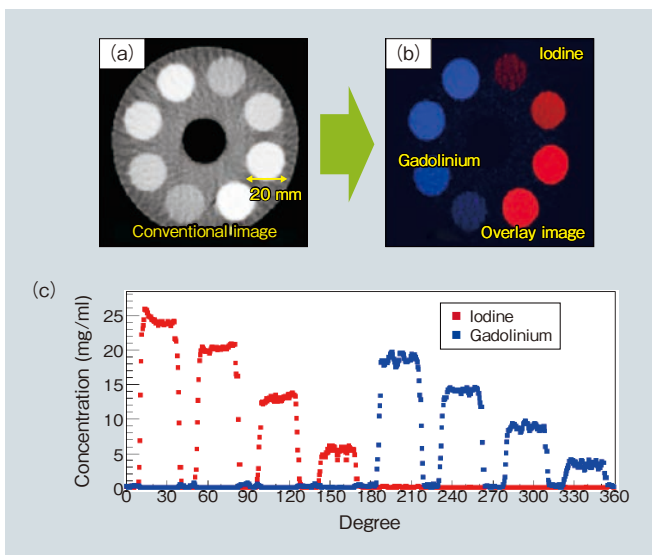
濃度の異なる造影剤であるヨードとガドリニウムの同時撮影, (a) 従来型CTによるモノクロ撮影 (b) 光子計数型CT (約1/100倍の線量) によるカラー撮影 (c) 造影剤濃度の違いによる定量比較
